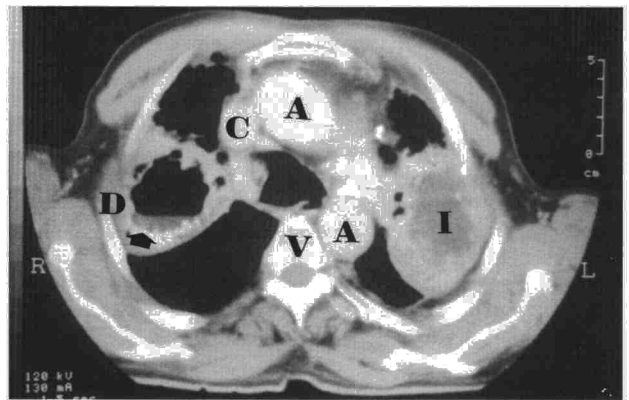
TAC torácica. Conglomerado superior derecho cavitado (D) con nivel hidroaéreo inferior (flecha) y conglomerado izquierdo conservando (I). A: aorta torácica; C: vena cava superior; V: cuerpo vértebra dorsal.
